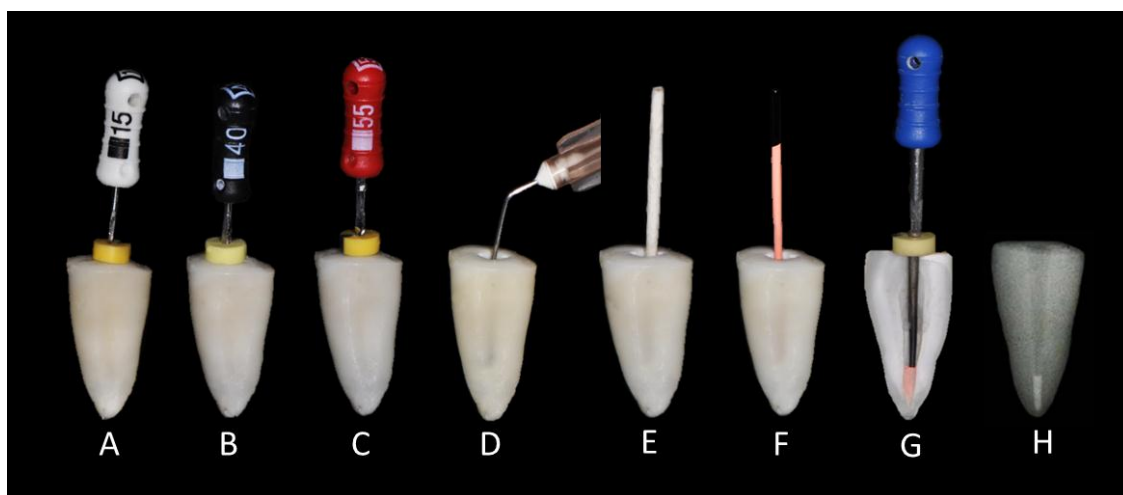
Sequência do tratamento endodôntico. A – Instrumentação inicial (lima # 15); B – Preparo apical até a lima # 40; C – Técnica de escalonamento até a lima # 55; D – Irrigação com soro fisiológico e EDTA 17%; E – Secagem com ponta de papel absorvente; F – Prova do cone de guta percha no canal radicular; G – Obturação do canal (Condensação vertical de Schilder); H – Radiografia periapical do canal radicular.
